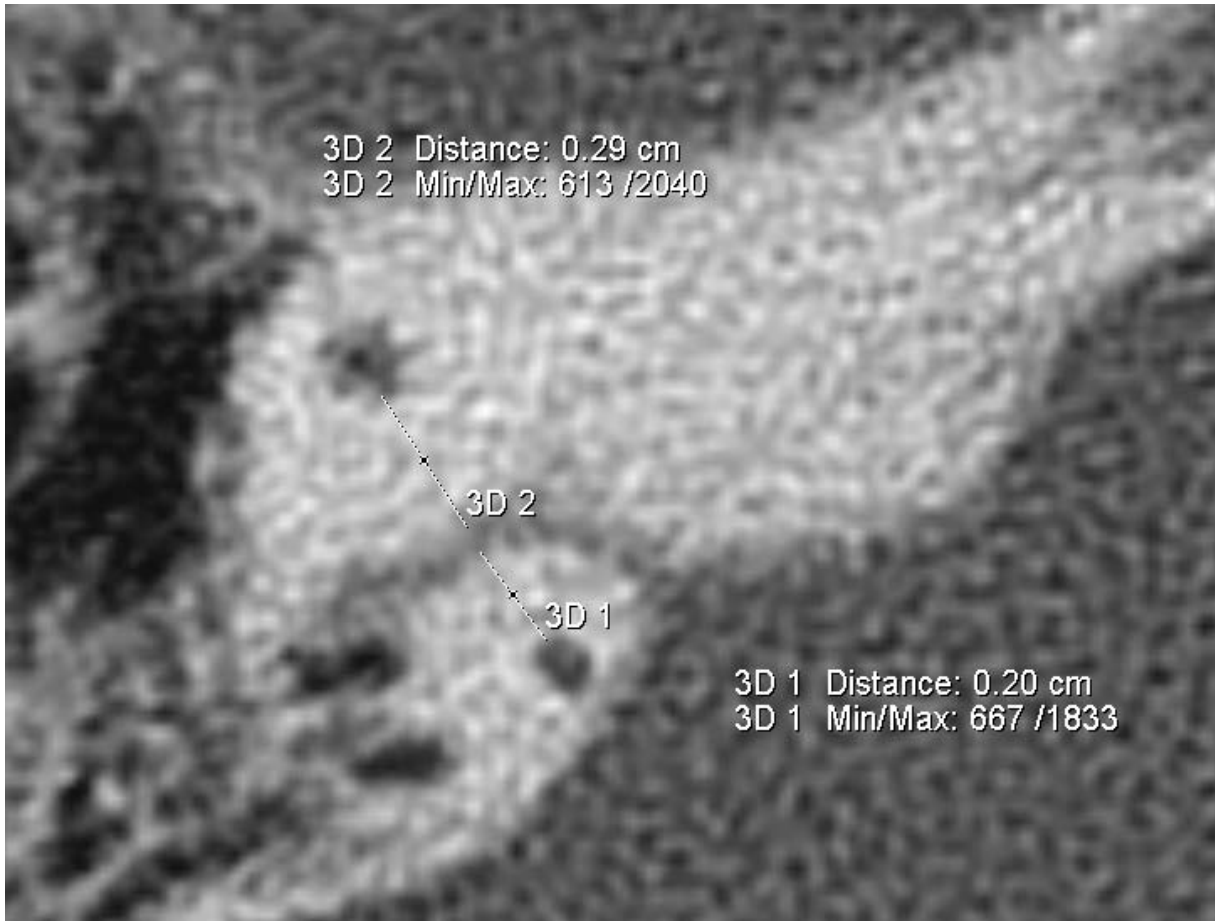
Messung der Distanz des petromastoidalen Kanals zum oberen Bogengang oben (ventral) {3D 2} [CT_SAC_BOG_DIO_re] und unten (dorsal) {3D1} [CT_SAC_BOG_DIU_re] mit Tool ‚2D Distance‘
